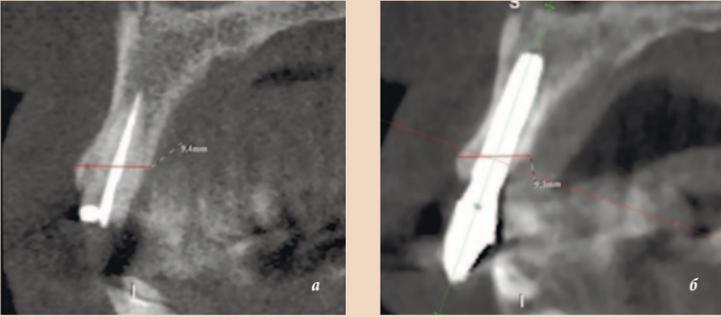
а – скан КЛКТ, полученный с помощью современного томографа с высокой разрешающей способностью, б – исходный КЛКТ-скан. Толщина и форма кости альвеолярного гребня не изменились, что подтверждает правильность плана лечения. На скане с высоким разрешением отсутствуют артефакты и прекрасно видны различные анатомические структуры, которые благодаря этому можно точно измерить.
